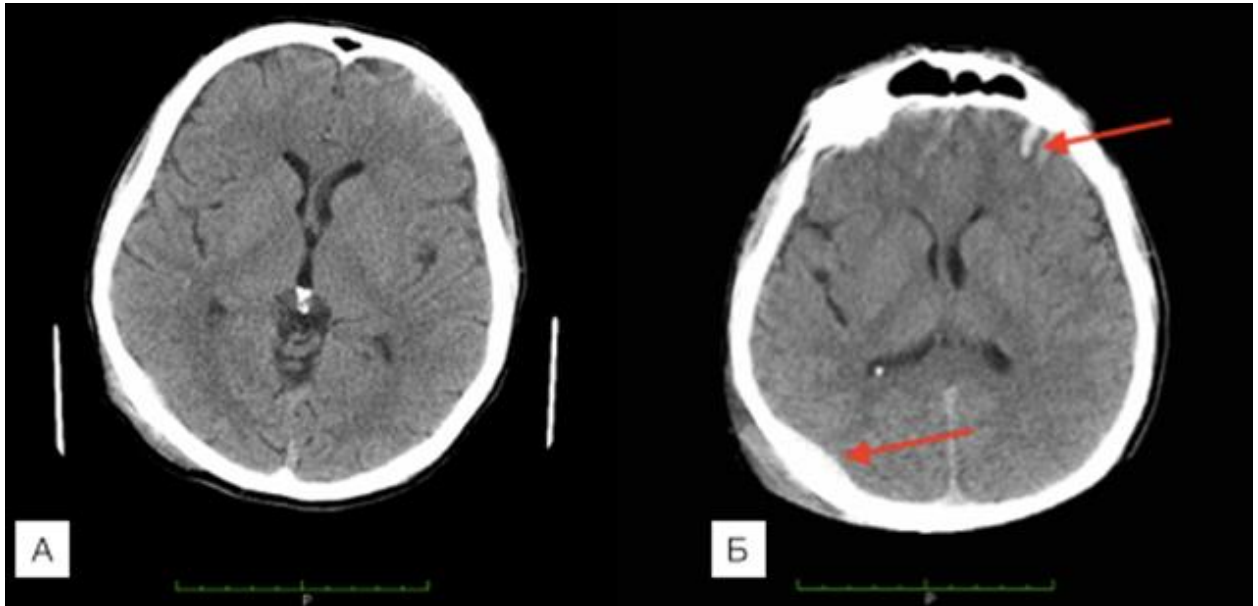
Спостереження №120. КТ хворого П-ва, 59 років, ЗЧМТ (історія хвороби №24162). Типова КТ картина у пацієнтів після падінням з висоти власного росту на потилицю в стані алкогольної інтоксикації (А). Рівень свідомості на момент госпіталізації 11 балів по ШКГ. Контрольна КТ виявила помірне збільшення епідуральних нашарувань крові та ВГПЗ.
